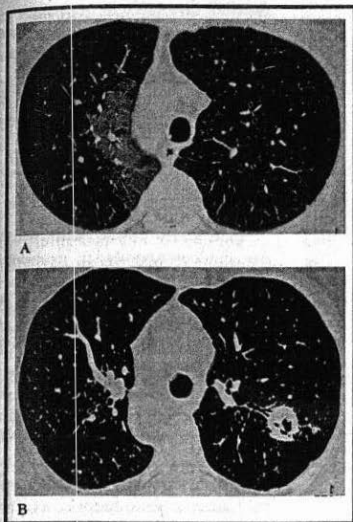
Tomografia computerizzata polmonare ad alta risoluzione. A. Emorragia alveolare da capillarite polmonare in giovane paziente con micropoliangite. B. Lesione circoscritta, scavata al polmone sinistro in paziente affetta da granulomatosi con poliangioite (di Wegener).
